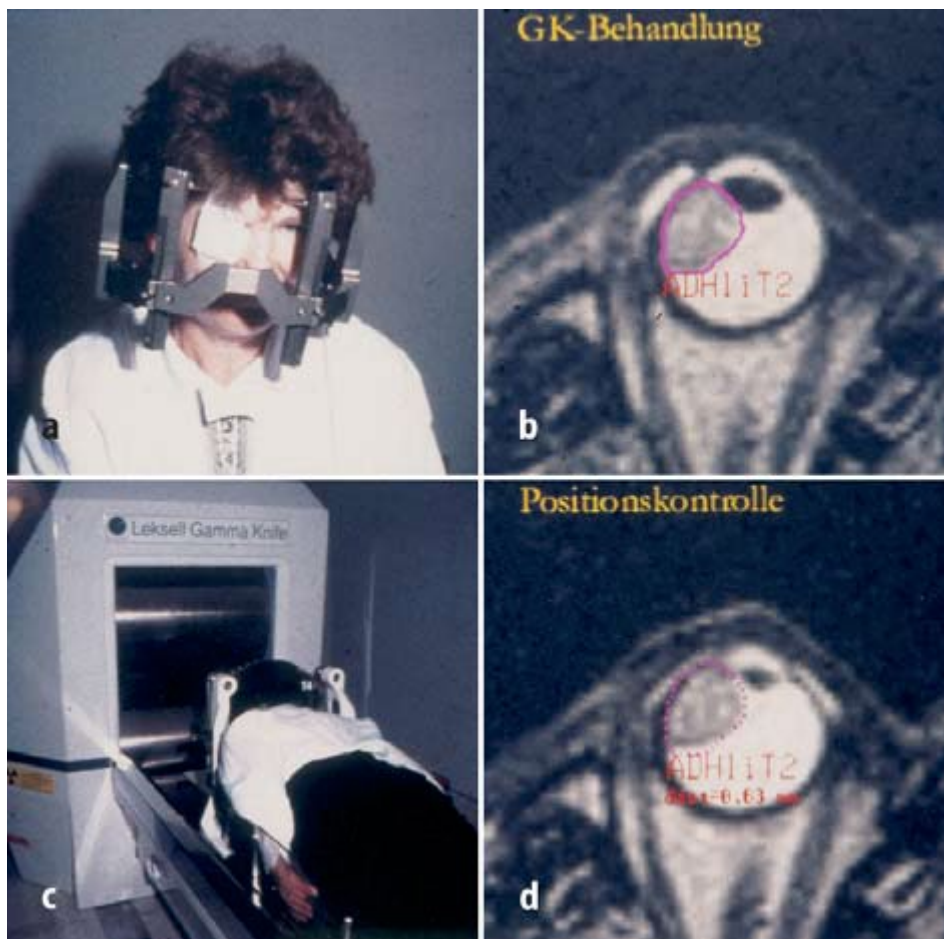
a. Patient mit linksseitigem uvealem Melanom nach Anbringung des stereotaktischen Rahmens und nach Applikation der Retrobulbäranästhesie. b. Hochauflösendes MRT (3D-MPR, T2w) dieses Tumors mit Bestrahlungsplanung. c. Patient nach Lagerung auf dem Hydraulis
